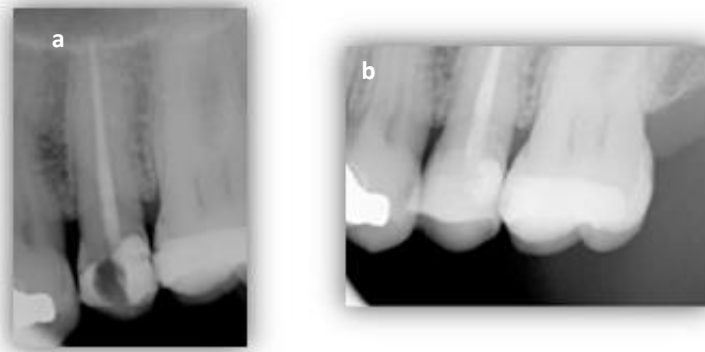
(a) Radiografia pré-operatória; (b) Radiografia pós-operatória
